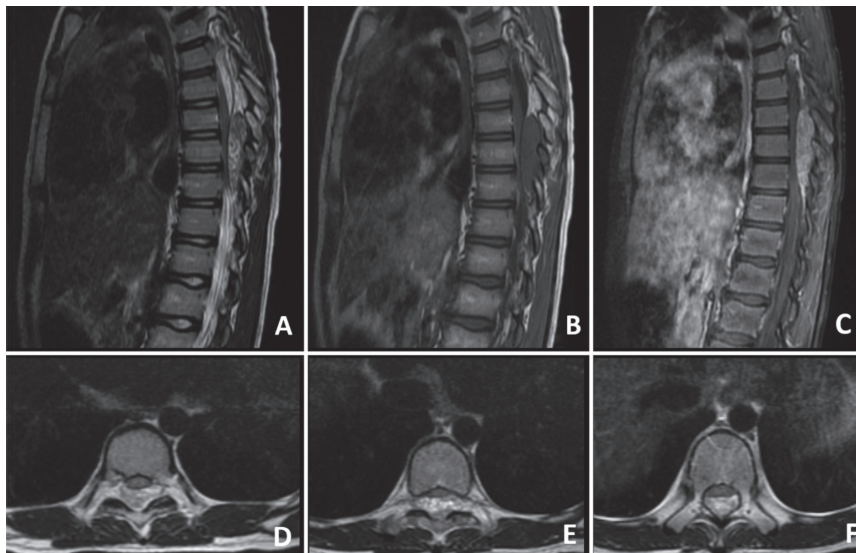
МРТ грудного отдела позвоночника в сагиттальных срезах в режиме T2 (А), T1 (В), T1 с контрастным усилением (С) и аксиальных срезах T1 с контрастным усилением (D-F), демонстрирующий экстрадуральное образование на уровнях Th8-Th10 грудных позвонков, вызывающее компрессию спинного мозга на данных уровнях
